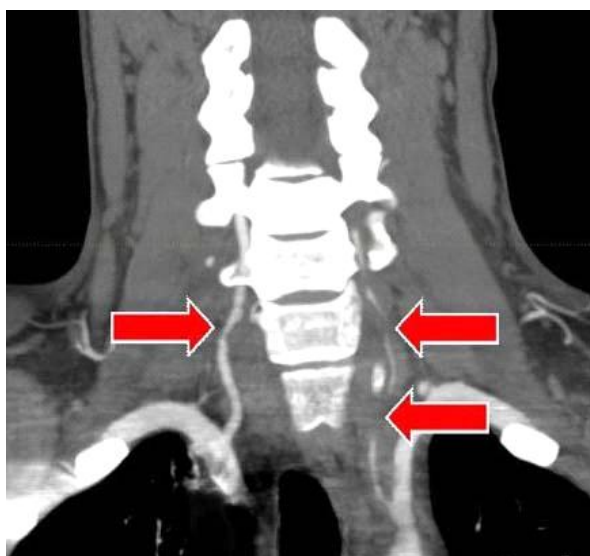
КТ-ангиография - двустороннее сужение просвета позвоночных артерий на уровне прохождения их в поперечных отверстиях позвонков.
